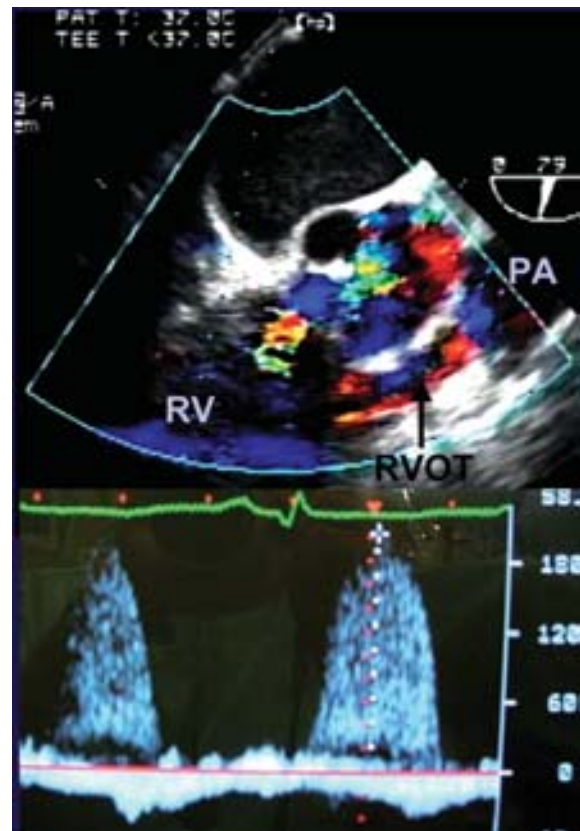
経食道エコーで認められた後下行枝吻合時の右室流出路狭窄
